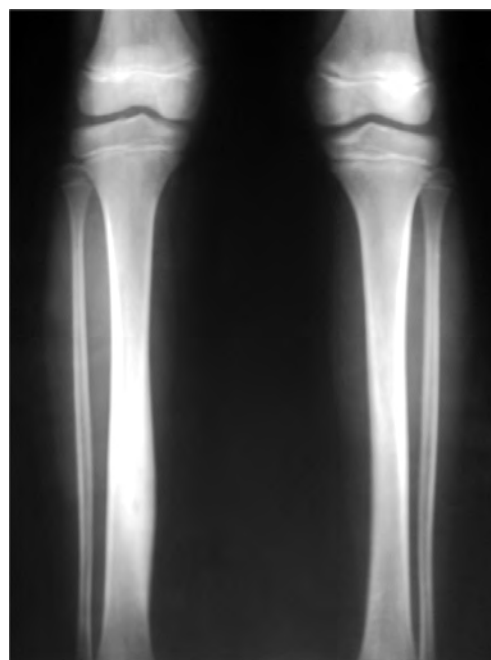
Radiografia anteroposterior d'ambdues tíbies. En la tibia dreta es pot veure una imatge de reacció periòstica en el terç mig-distal amb una imatge radiolúcida compatible amb la presència d'un nidus.
